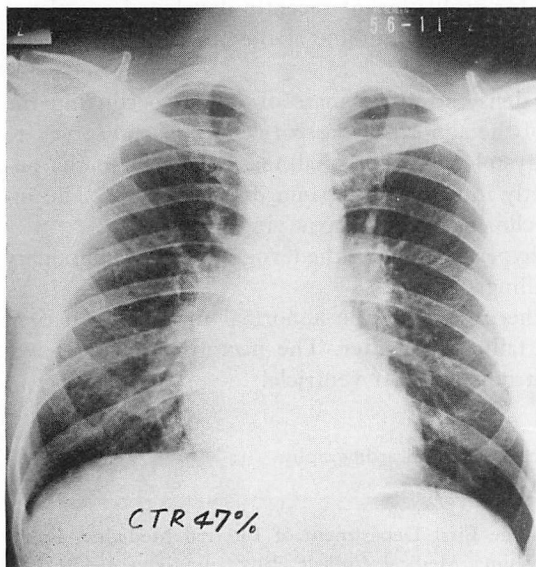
Chest X-ray on admission. Pulmonary congestion without cardiomegaly is noted.
